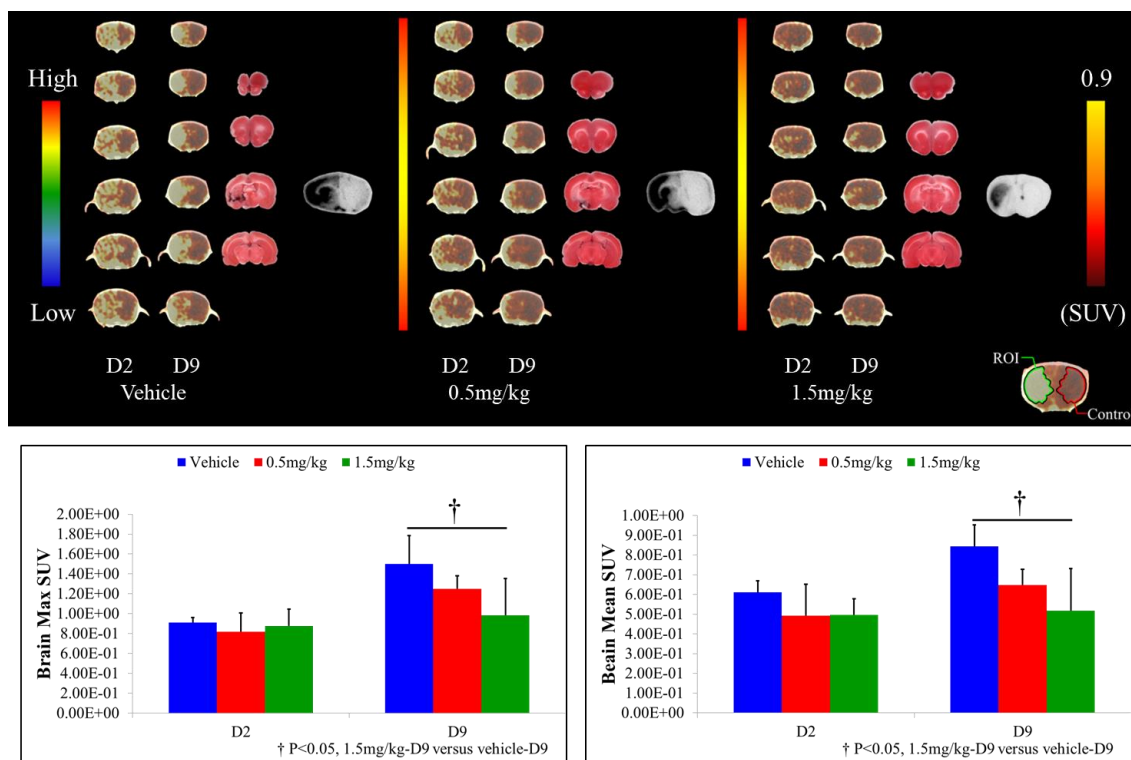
PET による経時的炎症反応の推移。上：各グループにおける代表的症例（左から Vehicle、低用量、高用量）左下: Max SUV 値、右下: Mean SUV 値
